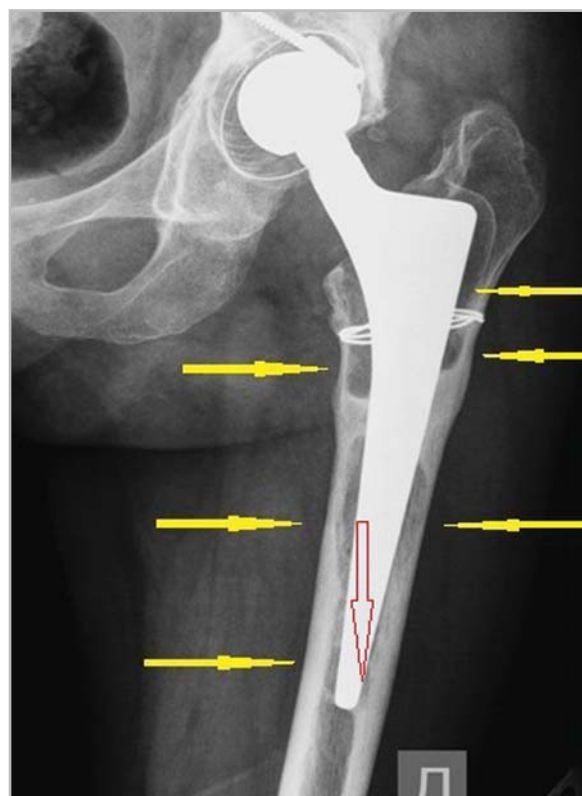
Рентгенограмма левого тазобедренного сустава в прямой проекции после ТЭПС. Покрытие чашки эндопротеза костью полное. Определяются множественные зоны резорбции костной ткани на границе «кость — протез» (желтые стрелки), вследствие чего ножка эндопротеза смещена в глубь костно-мозгового канала (красная стрелка) — признаки прогрессирующей асептической нестабильности (по Gruen)
